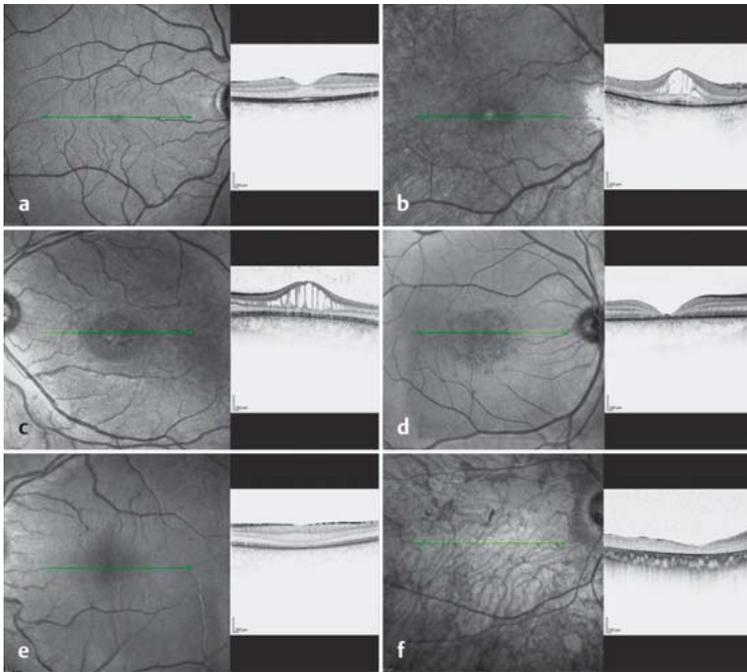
a bis f Charakteristische Befunde der hochauflösenden optischen Kohärenztomografie (SD-OCT) bei Netzhautdystrophien. a Normales SD-OCT. b Verlust der Fotorezeptorschichten nach peripher sowie zystoides Makulaödem bei Retinitis pigmentosa. c Zystoide Veränderungen im gesamten Scan bei erhaltenen Fotorezeptorschichten bei X-chromosomaler Retinoschisis. d Zentrale begrenzte Netzhautdestruktion bei Makuladystrophie. e Fehlende Ausbildung der Fovea bei Verdacht auf Albinismus. f Komplette Destruktion der retinalen Topografie bei fortgeschrittener Zapfen-Stäbchen-Dystrophie.
